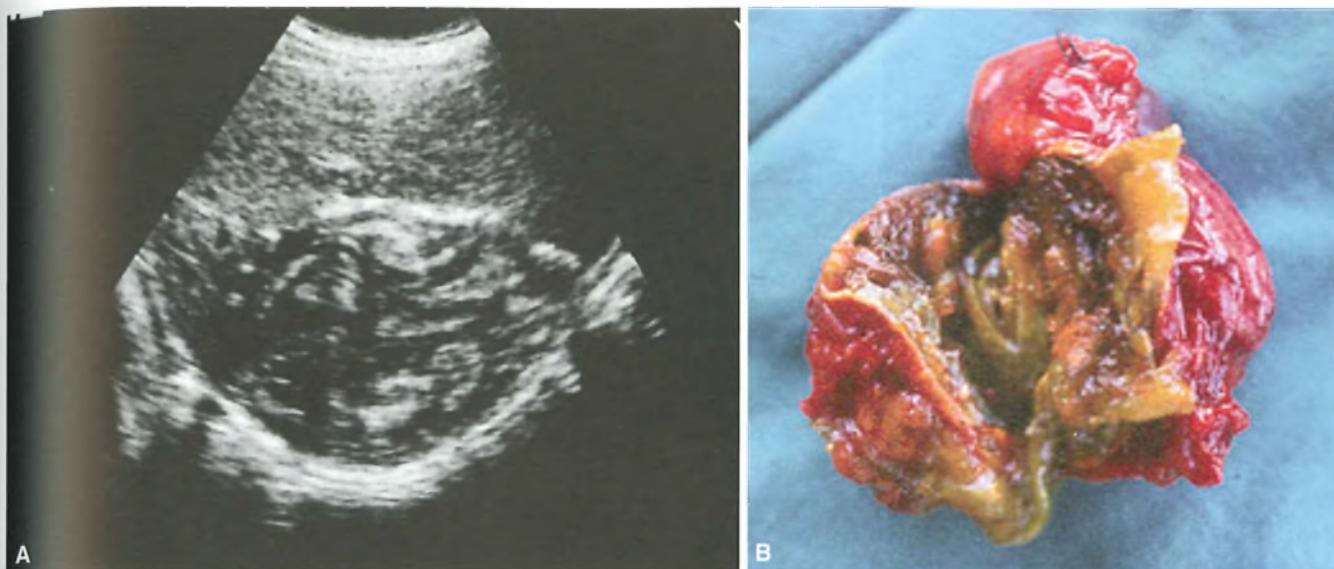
Ecotomografia epatica: A) l'immagine mostra la presenza di una cisti da echinococco di aspetto solido all'interno del parenchima epatico; B) controllo operatorio.
